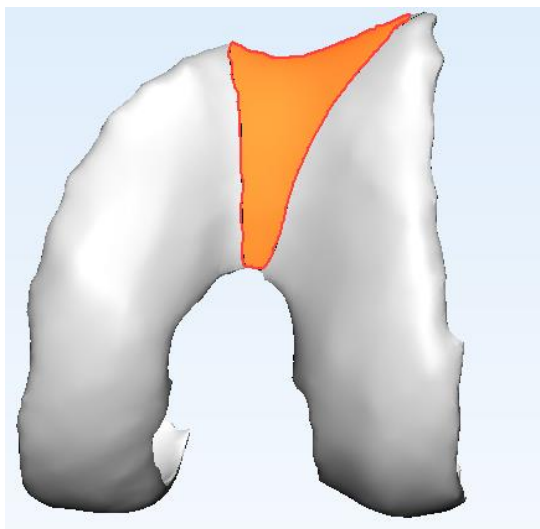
膝蓋大腿関節動作解析 MRI 3D イメージ
